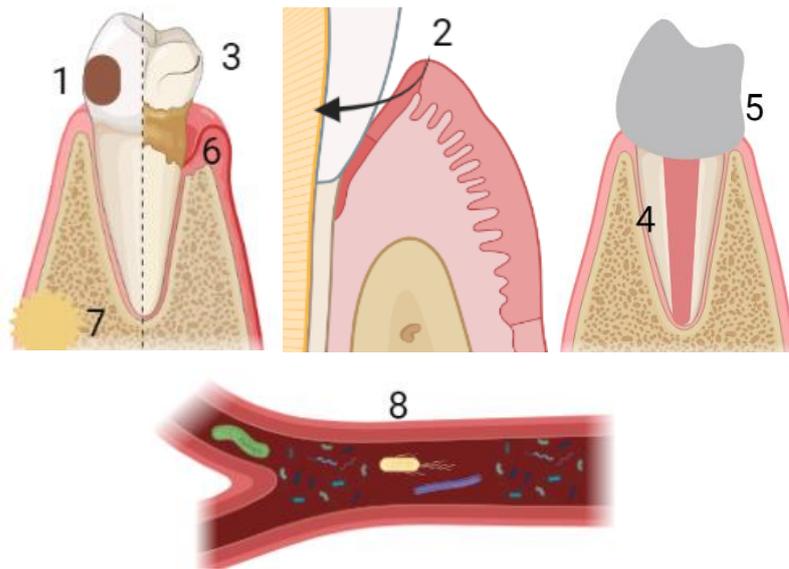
Representación esquemática de las vías de acceso para el establecimiento de la infección pulpar o perirradicular por bacterias. 1. Caries, 2. Túbulos dentinarios expuestos, 3. Fisuras/ Fracturas, 4. Tratamiento del SCR, 5. Restauración coronal, 6. Enfermedad periodontal, 7. Lesiones periapicales adyacentes, 8. Bacteriemia transitoria. Elaboración propia ^{1,2,3}.
